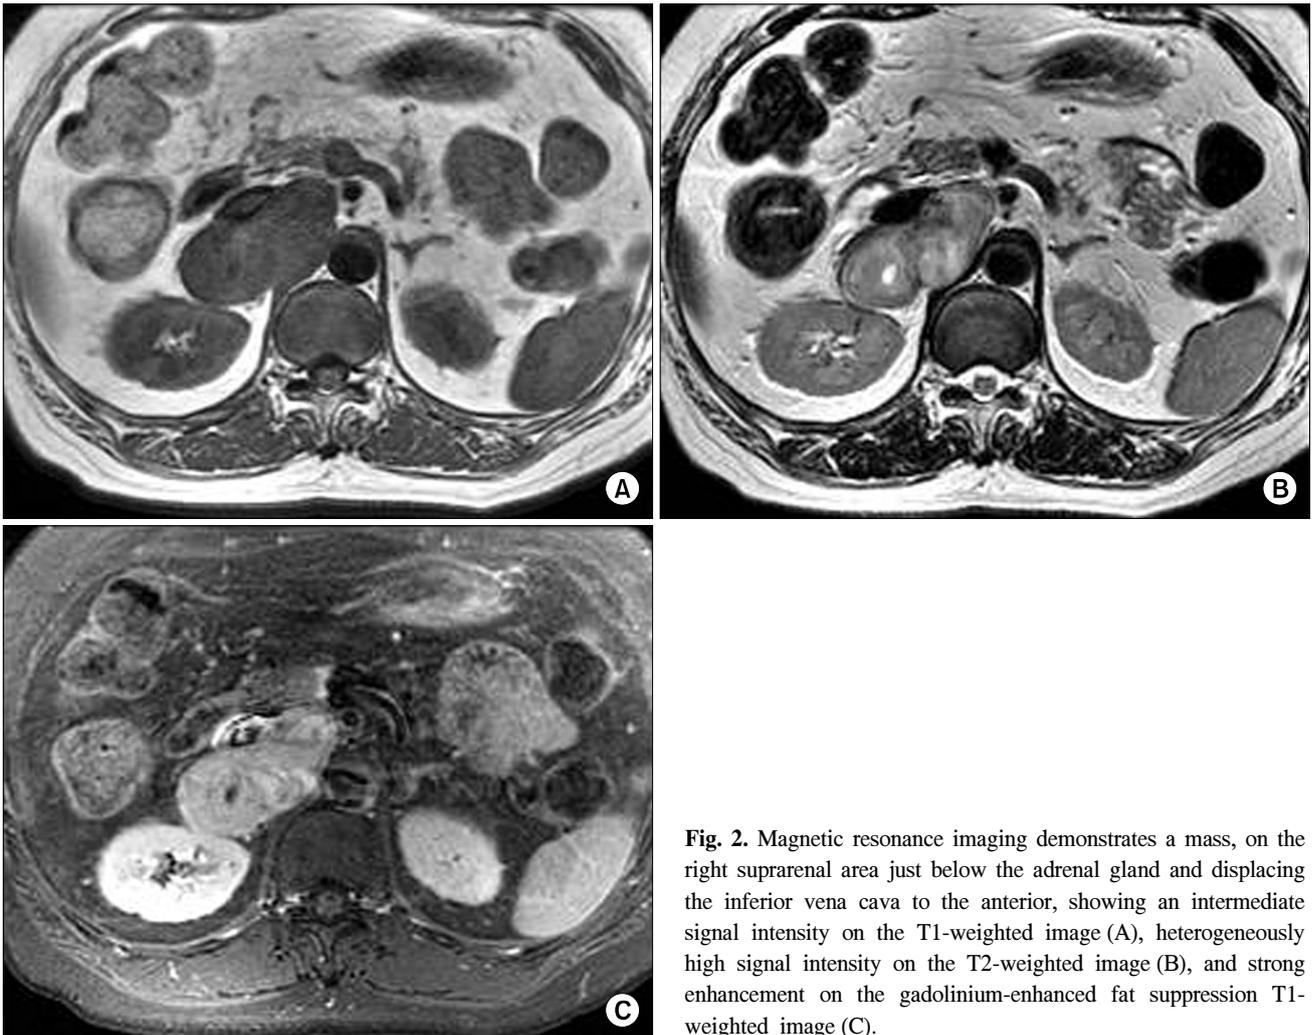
Magnetic resonance imaging demonstrates a mass, on the right suprarenal area just below the adrenal gland and displacing the inferior vena cava to the anterior, showing an intermediate signal intensity on the T1-weighted image (A), heterogeneously high signal intensity on the T2-weighted image (B), and strong enhancement on the gadolinium-enhanced fat suppression T1-weighted image (C).
